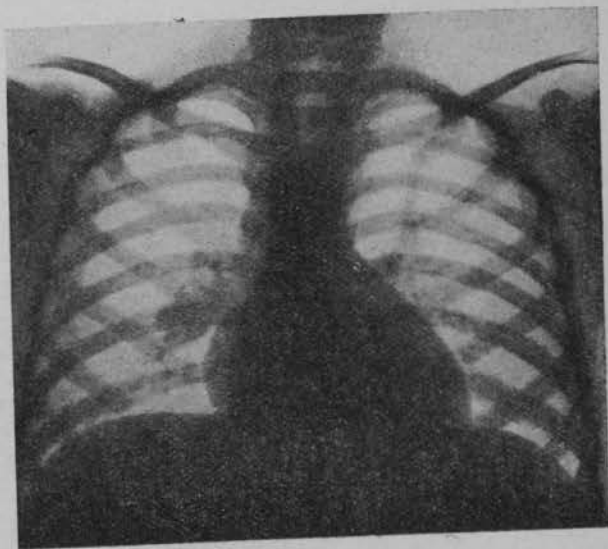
Caso A. S. M. (25-IX-47.) Obsérvese la gran adenopatía hilar derecha intumesciente y la imagen en chimenea en el mediastino superior. Esta radiografía fué practicada en pleno brote febril y antes de comenzar el tratamiento.
